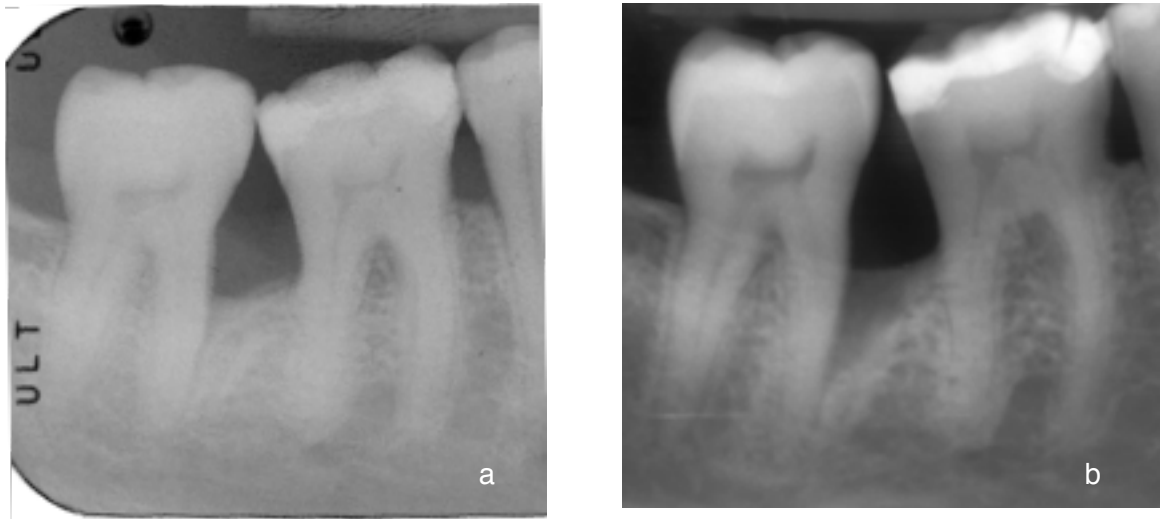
a,b: radiografia eseguita con centratore personalizzato prima della chirurgia (a) e dopo 12 mesi (b). Notare la completa risoluzione radiografica del difetto.
